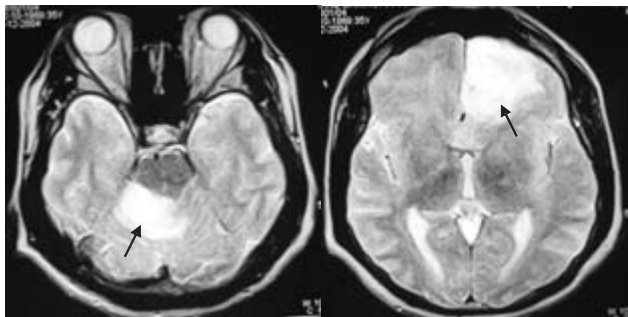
RM en T2 (cortes axiales) donde se aprecia la lesión cerebelosa y frontal respectivamente (flechas).
